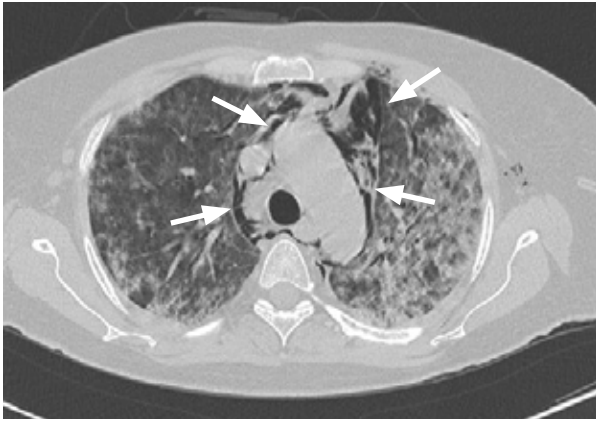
HR-CT-Thorax: Pneumocystis-Pneumonie (Im ersten Bild erkennt man die typische periphere Aussparung, im zweiten Bild ein Mediastinalemphysem [Pfeile]).
